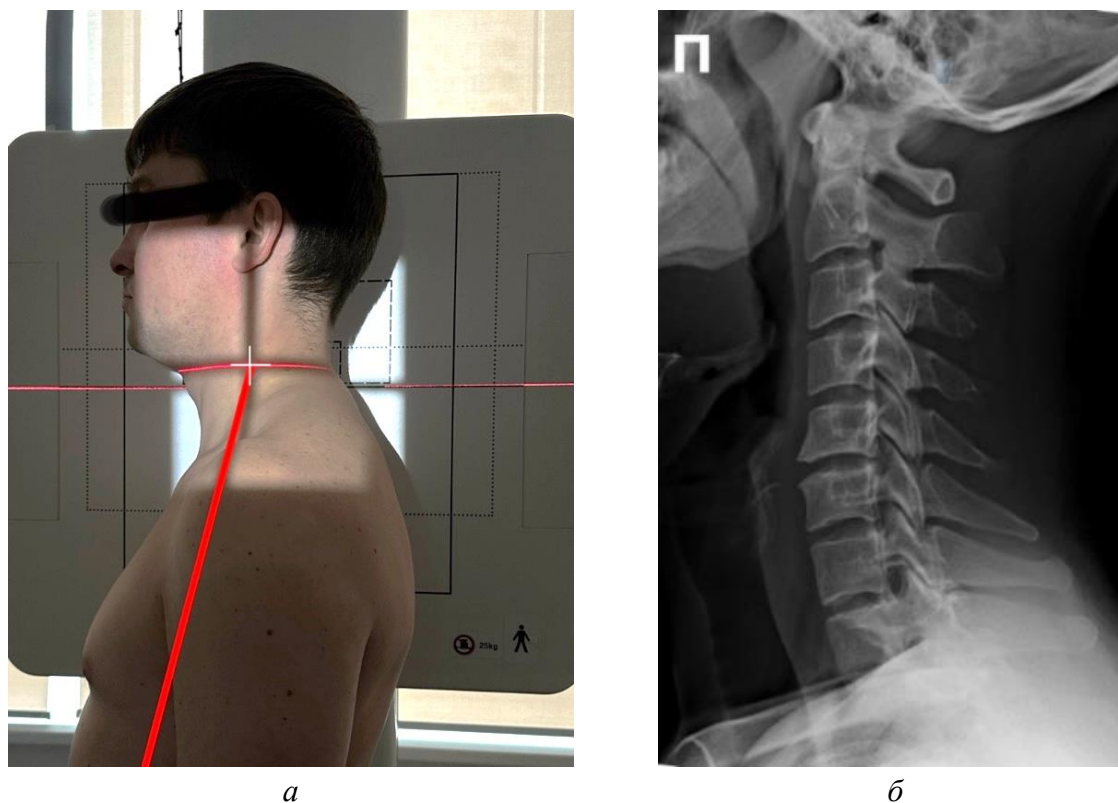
Методика укладки пациента для проведения рентгенографии (РГ) шейного отдела позвоночника в боковой проекции: а – фотография примера укладки, б – рентгенограмма шейного отдела позвоночника в боковой проекции. Белое перекрестие – точка центрации приемника рентгеновского изображения (кассеты), красная линия – направление центрального луча (ЦЛ) рентгеновского излучения
